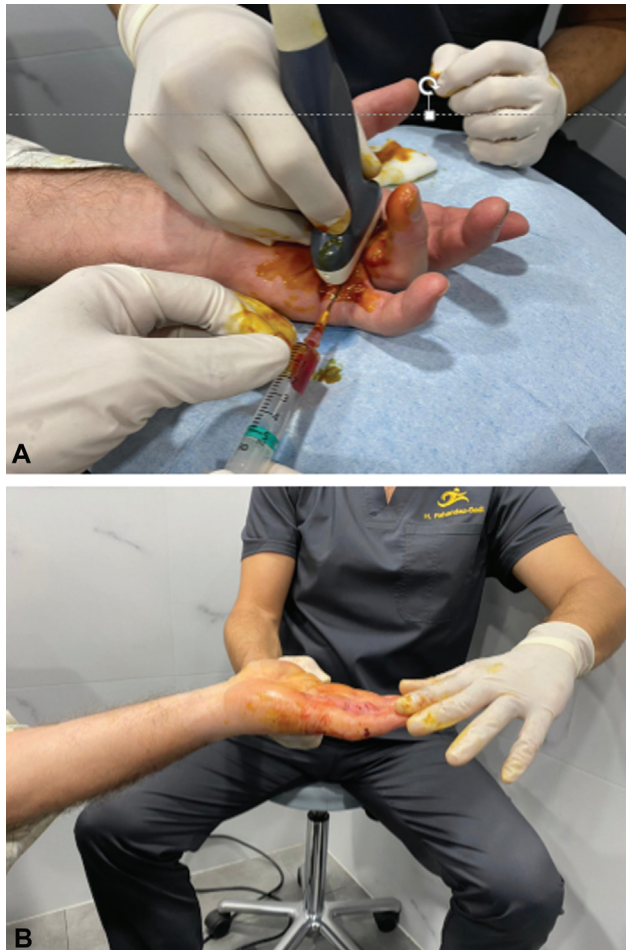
(A, B) Dupuytren Tubiana grado II, antes y después de aponeurotomía guiada por ultrasonido.
